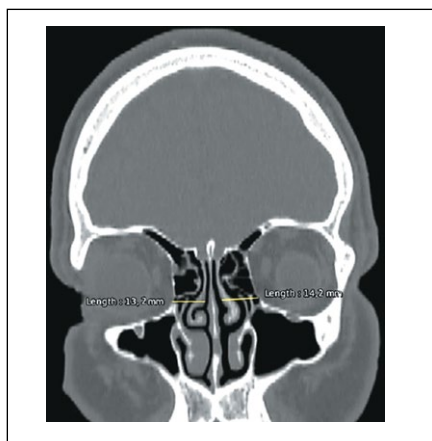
Компьютерная томограмма черепа, аксиальная проекция. Лабиринт решетчатой кости. Пол мужской, возраст 22 года.
